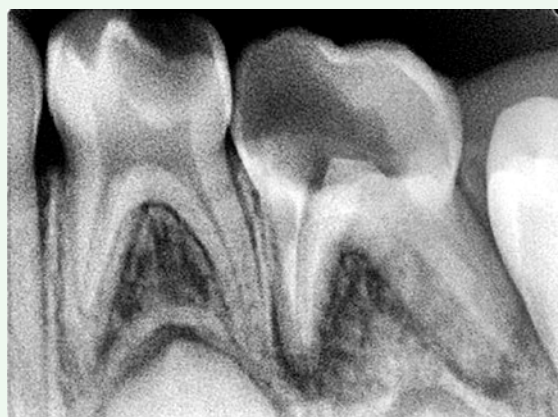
Radiografía de OD 75.
